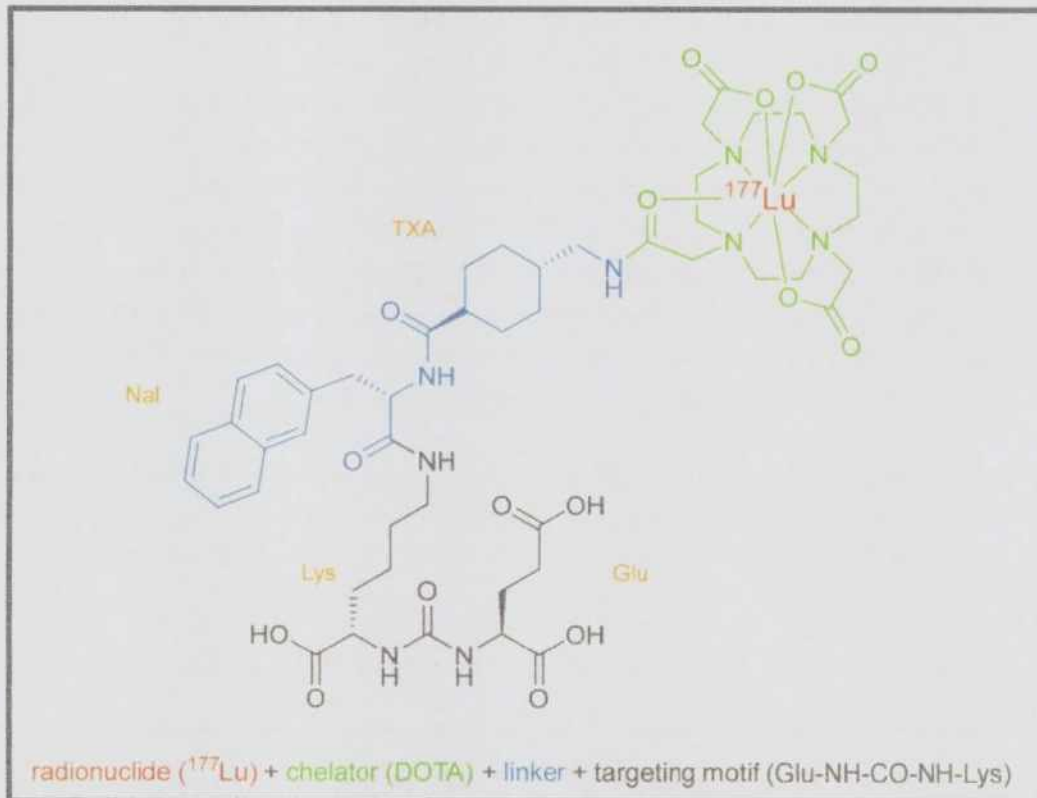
Estructura del Puvicto™ (¹⁷⁷Lu-PSMA- 617)
